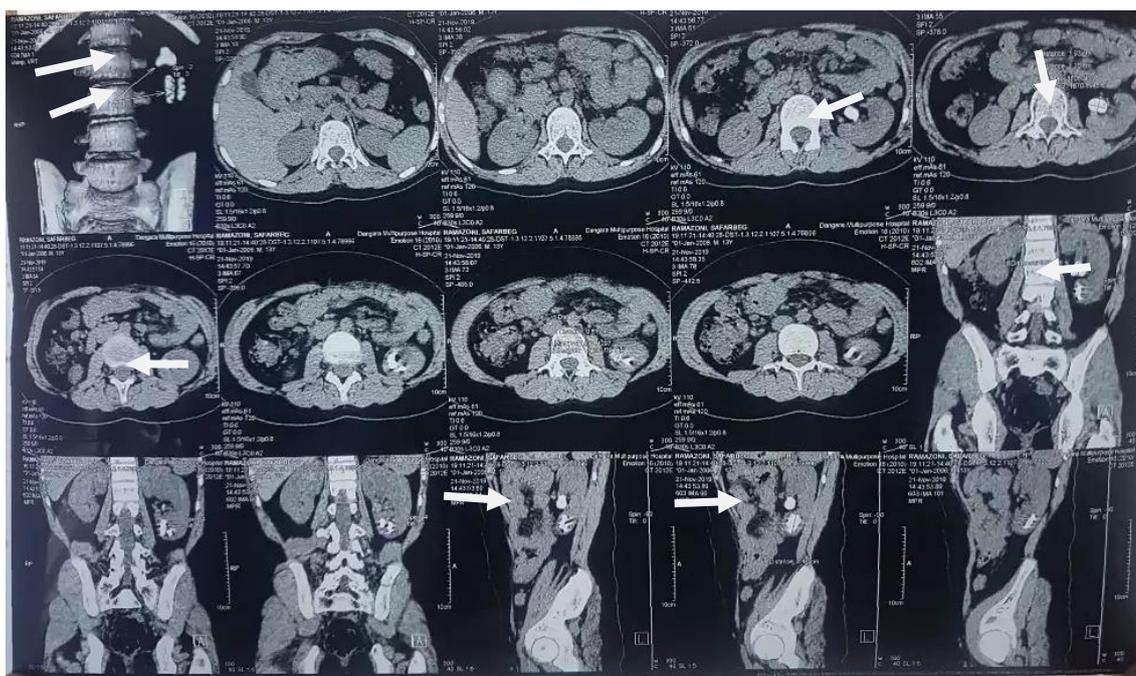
Компьютерная томография больного с уролитиазом
